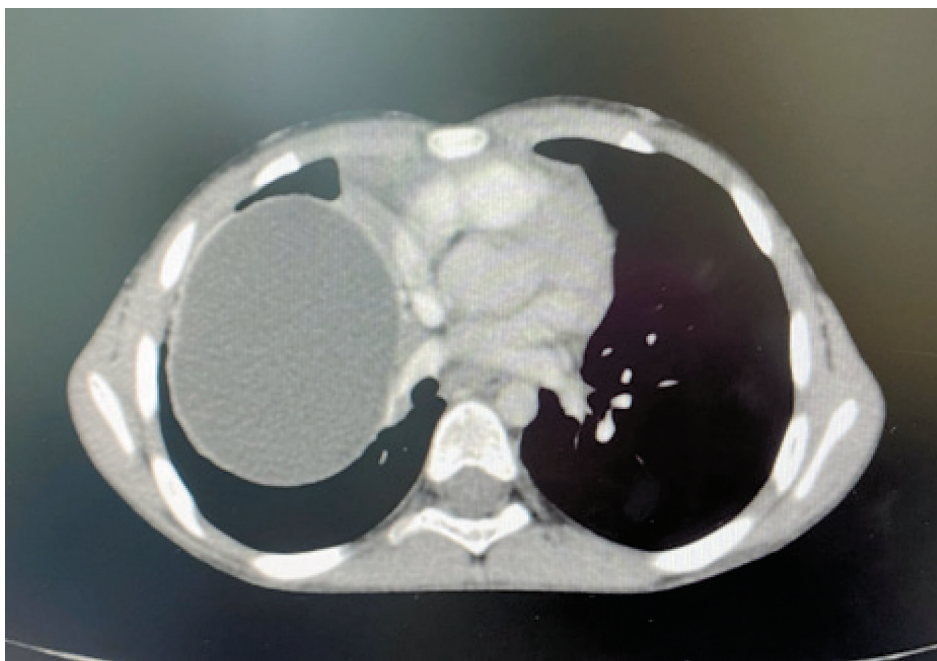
МСКТ картина объемного образования правого легкого
